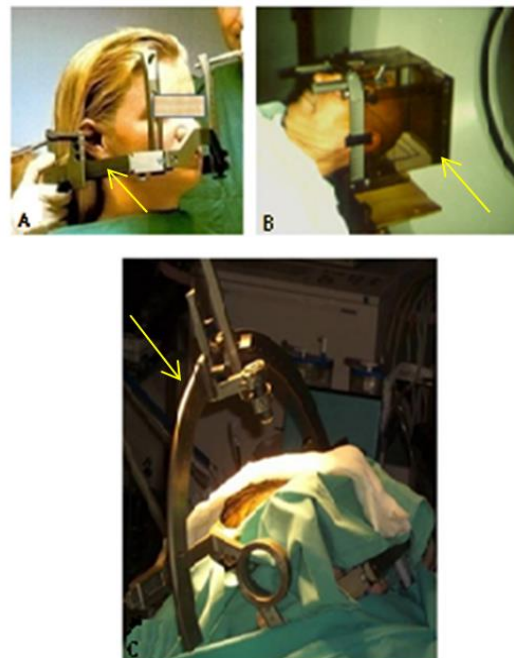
Cirurgia estereotáxica: A) Quadro estereotáxico fixado na cabeça do doente; B) TAC estereotáxico; C) Doente no bloco operatório com quadro e arco estereotáxicos colocados. Adaptada de (8).
